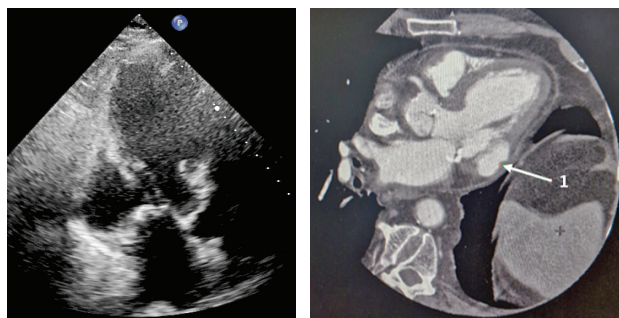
Клиническое наблюдение 2, больной Ф., 86 лет. А — эхокардиограмма, двухмерная апикальная трёхкамерная позиция: псевдоаневризма задней стенки левого желудочка в базальном отделе; В — компьютерная томографическая вентрикулография с контрастным усилением: 1 — по задне-базальной поверхности левого желудочка локальное «затекание» контраста 41×19×15 мм; в перикарде содержимое толщиной слоя 5–6 мм
